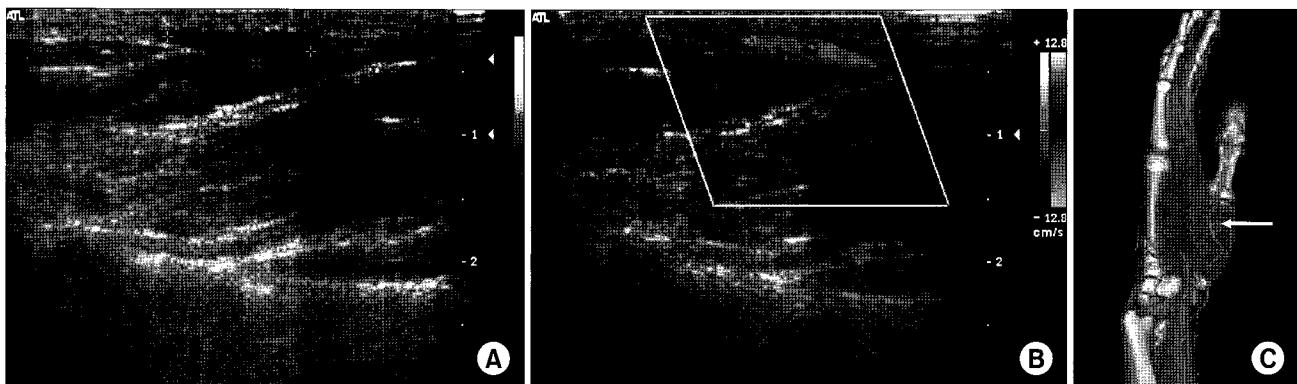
(A) Preoperative Doppler sonography view, (B) Preoperative Doppler sonography view, (C) Preoperative 3D-CT angio view. White arrow indicates radial artery aneurysm in the thenar groove of the palm.
